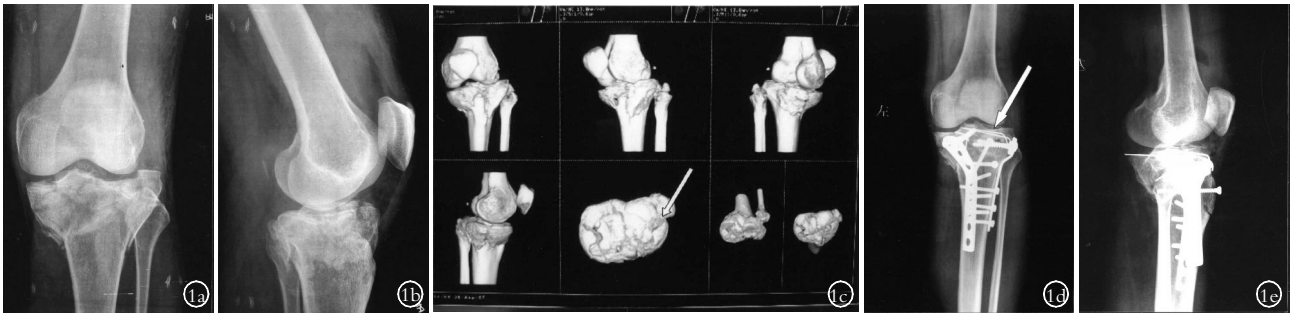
患者,男,53 岁,左胫骨平台粉碎骨折, Schatzker V 型 1a.术前正位 X 线片 1b.术前侧位 X 线片 1c.术前三维螺旋 CT;外侧关节面缺损约 2 cm×2 cm(箭头所示) 1d.术后正位 X 线片;外侧关节面大致恢复平整,箭头所示为修复关节面缺损的髂骨板 1e.术后侧位 X 线片
